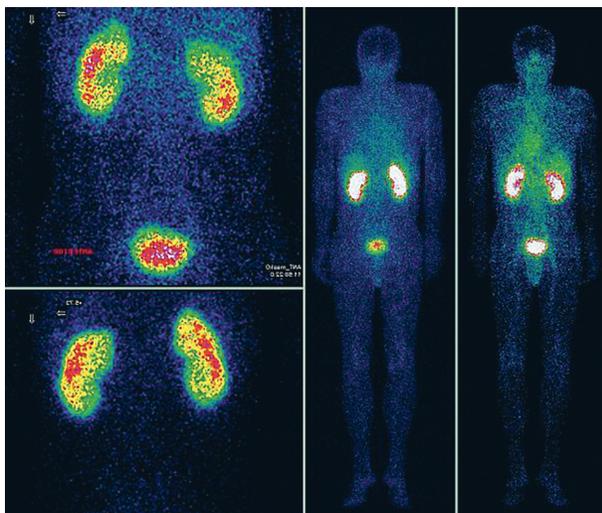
Сцинтиграфия почек
